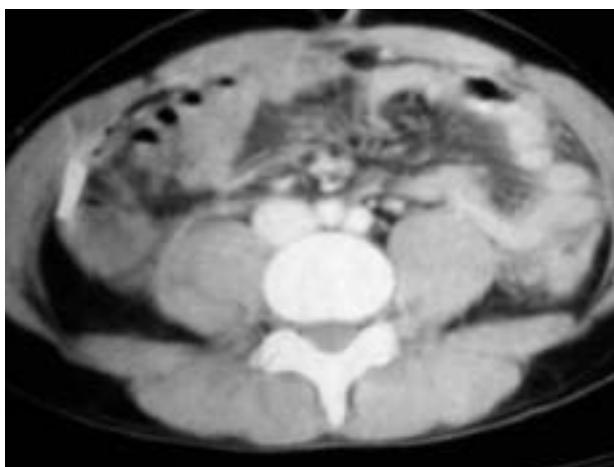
Tomografía computarizada abdominal en el que se observa colección tabicada en parietocólico derecho con drenaje en su interior.
